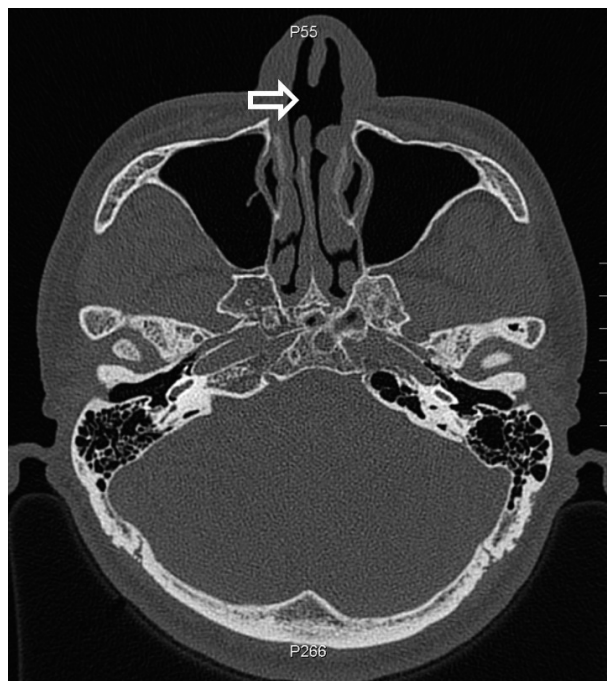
Computed tomography finding shows the septal perforation (1.7×1.5 cm) at anterior nasal septum (white arrow: septal perforation).
